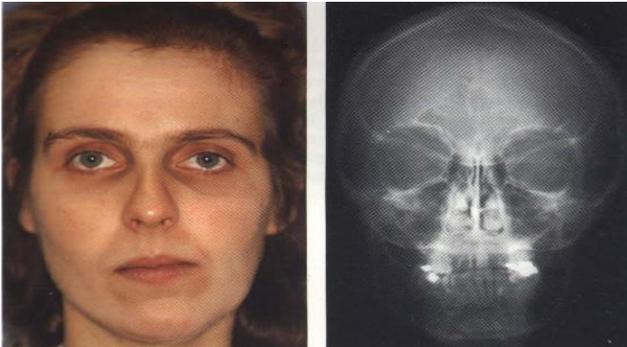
Visage et radiographie craniofaciale de face
